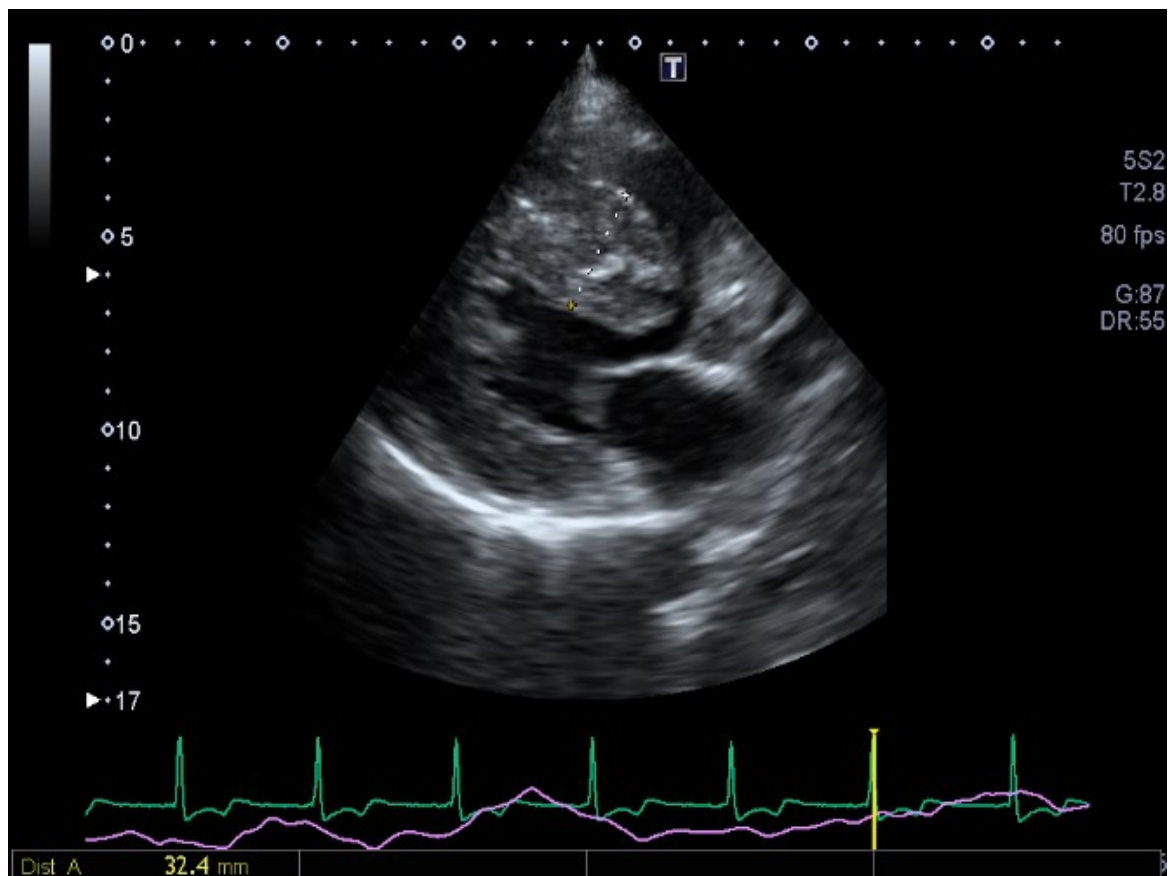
胸骨旁的長軸軸二維心臟超音波顯示左心室不對稱性心室中隔肥厚(asymmetric septal hypertrophy)。都卜勒心臟超音波顯示左心室收晚期期有左心室出口血流加速接近 4 公尺/秒。
